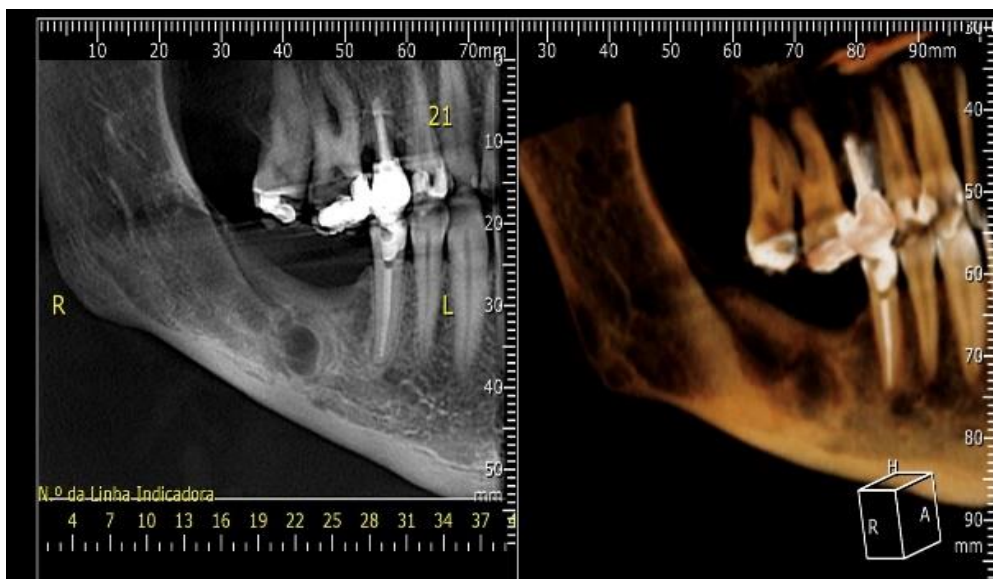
Tomografia computadorizada após terceira descompressão demonstrando íntimo contato com o nervo alveolar inferior.
